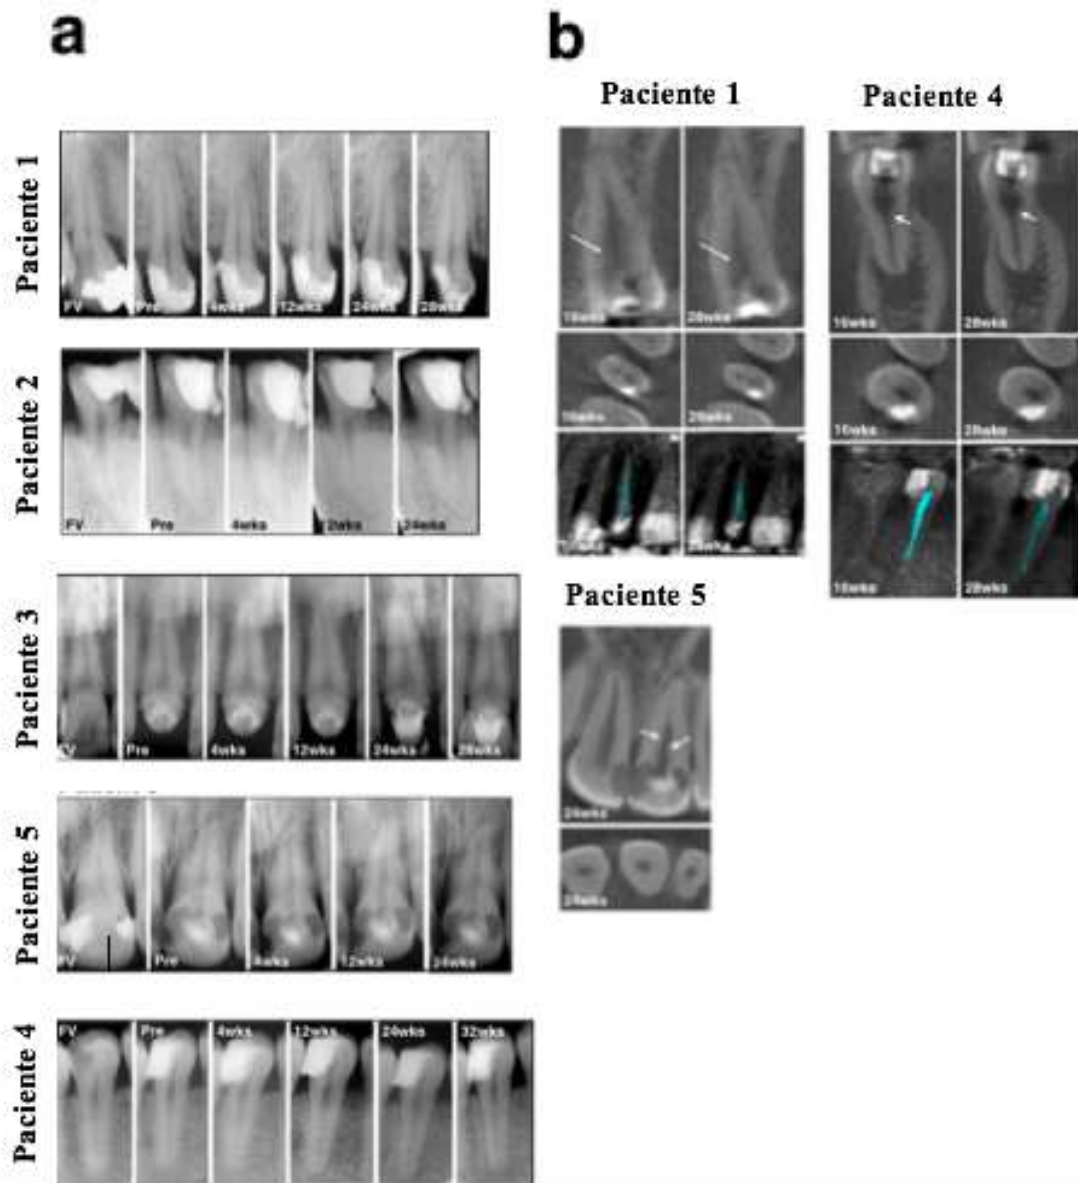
Análises radiográficas. (a) análise fotográfica de Rx que mostra as alterações evoluções dos tecidos periapicais e apicais e/ou formação de dentina lateral no canal radicular na primeira visita (FV), pré-transplantação mesmo antes do transplante celular (Pre), e 4, 12, 24/28 semanas (Wks) após transplantação de DPSC com G-CSF em dentes sem polpa em 5 doentes. (b) avaliação da tomografia computadorizada de feixe de cone (CBCT) para analisar a formação de dentina no canal radicular no terço coronário e axial em três doentes às 16 e 28/32 semanas. As setas indicam formação de nova dentina. As imagens demonstraram também uma diminuição nas áreas de baixa densidade às 28 semanas em comparação com 16 semanas. Adaptado de: (Nakashima et al., 2017)
